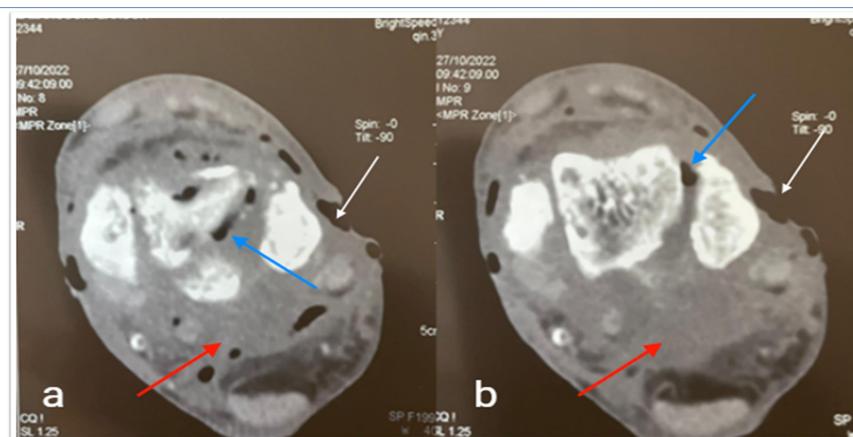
TDM axiale de la cheville montrant une infiltration diffuse des tissus mous (flèches rouges) avec une quantité significative de gaz s'étendant depuis les tissus mous sous-cutanés et pénétrant entre les structures osseuses (flèches bleues). Notez la perte de substance cutanée (flèches blanches).
